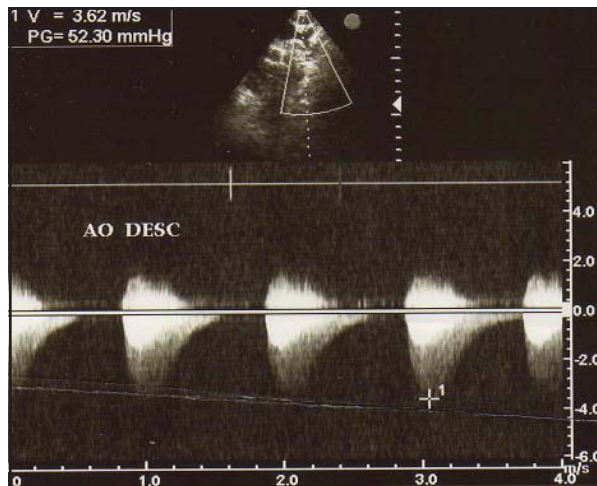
Imagen de doppler continuo a nivel de la aorta descendente donde se evidencia una coartación de aorta moderada con un gradiente pico de 52.3 mmHg. Este paciente presentaba además una valvulopatía mitral congénita.
